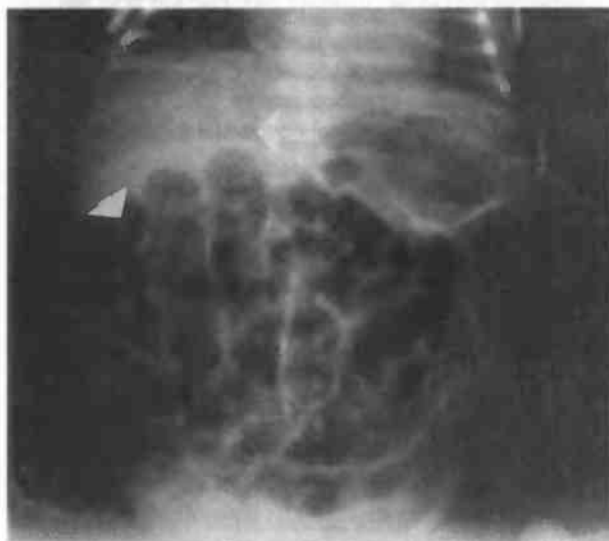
Обзорная рентгенограмма брюшной полости в прямой проекции: вздутие кишечника, газ в воротной вене (стрелка), пневматоз кишечника в правом нижнем квадранте живота (стрелка) — оба симптома патогномичны для некротического энтероколита у новорожденных
